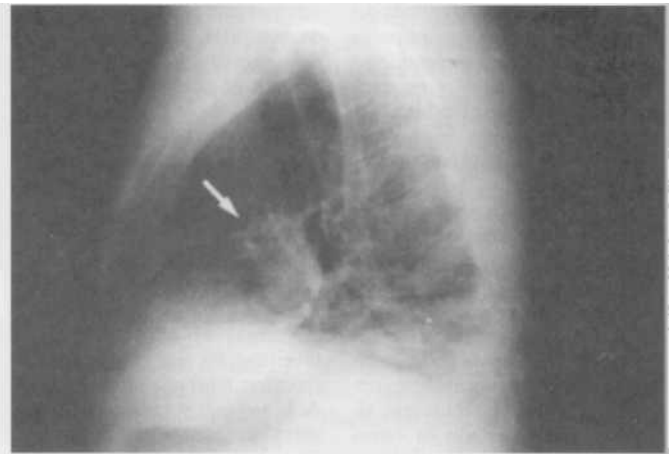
RADIOGRAFÍA LATERAL DE TÓRAX
